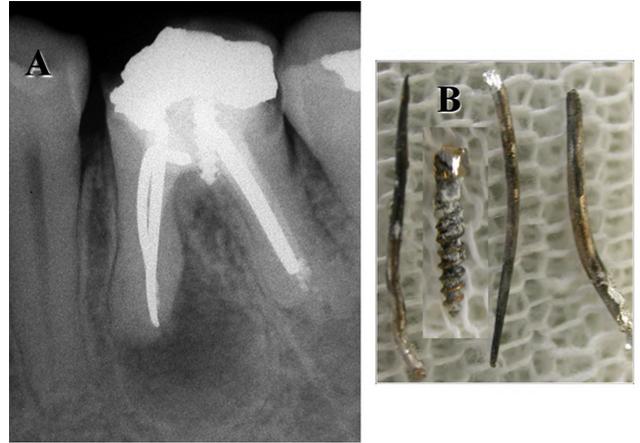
A: Radiografía preoperatoria. Molar inferior con obturación endodóntica deficiente y una imagen radiolúcida periapical amplia, circunscrita en la raíz mesial. Se observa la presencia de un tornillo metálico que invade el espacio periodontal de la furcación. B: Fotografía de los conos de plata removidos de los conductos radiculares y del tornillo.
